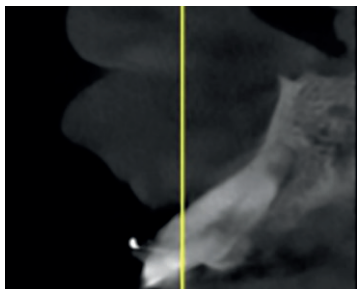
Análisis mediante tomografía.
